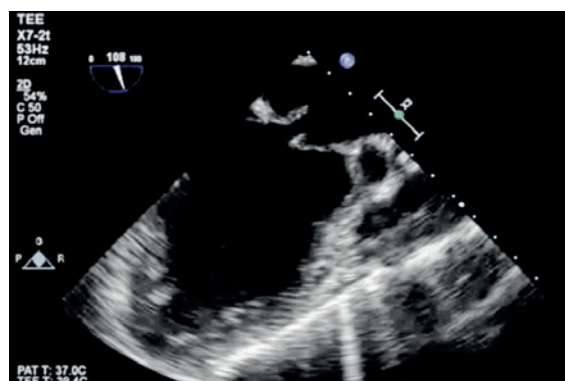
Transösophageale Echokardiographie (TEE): Defekt der Mitralklappe, im Bild nicht ersichtlich sind die anterior und posterior gelegenen Vegetationen (mit Dank an die untersuchenden Kollegen der Kardiologie: PD Dr. S. Blöchlinger und Prof. Dr. A. Linka, Kantonsspital Winterthur).
